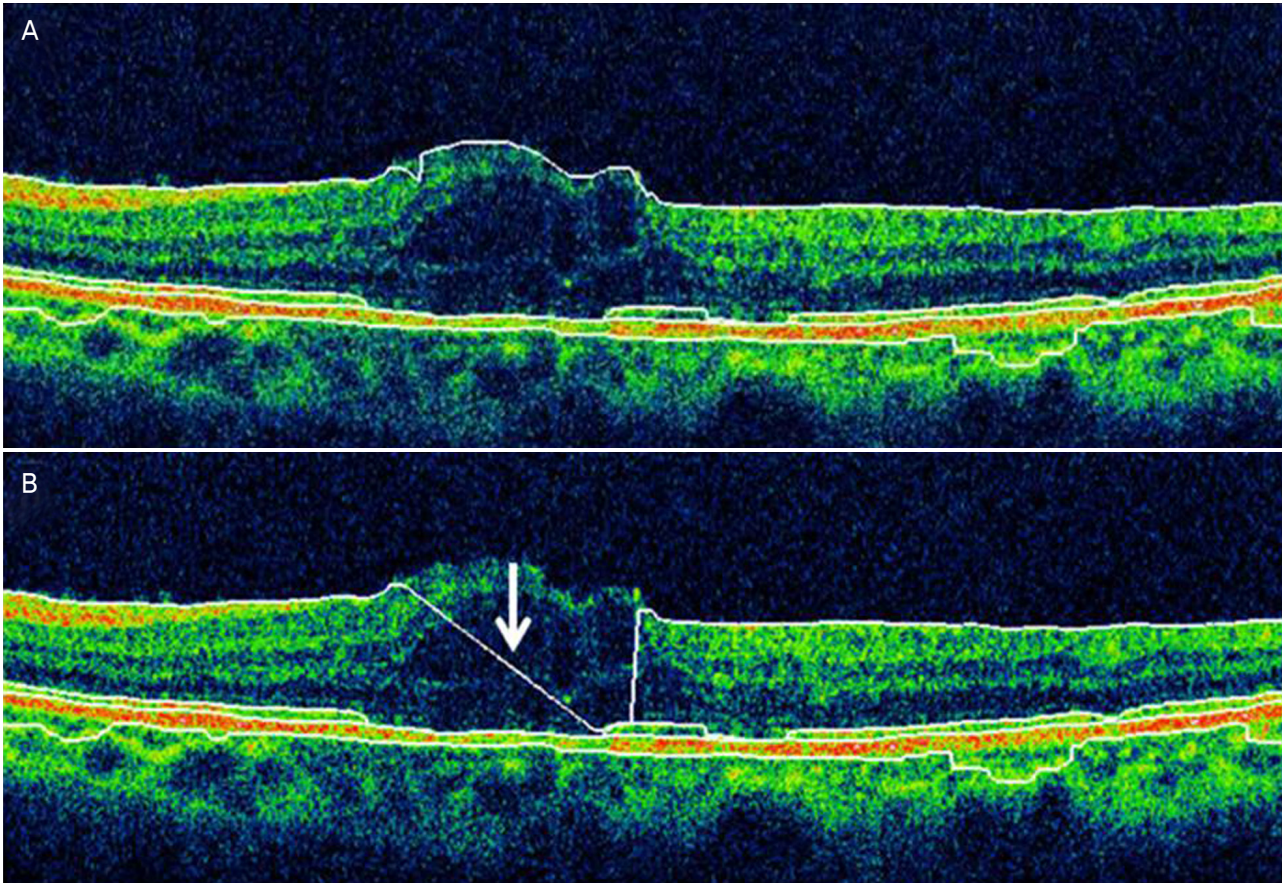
A is first capture of optical coherence tomography (OCT) image and B is second OCT image in branched retinal vein occlusion (BRVO) case. There were inner segmentation errors. Low reflectivity of the internal limiting membrane might cause this difference. Especially, intraretinal edema related diseases such as diabetic macular edema and BRVO have more inner segmentation errors. Inner segmentation errors could cause larger difference in macular thickness measurement than outer segmentation errors. Because, the vertical width of inner retina which inner segmentation error could happen was larger than width of RPE complex which outer segmentation error could happen. By all means, BRVO group had lower intraclass correlation coefficient than age-related macular degeneration.
